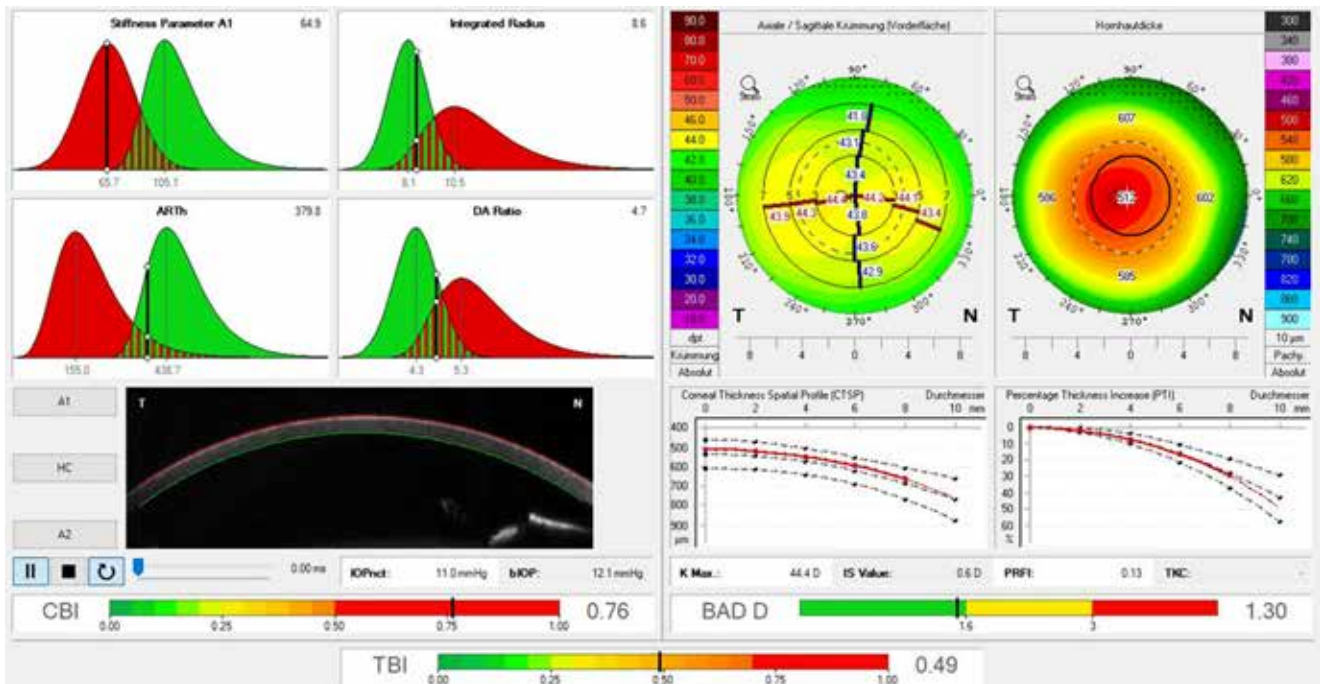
Tomografisch-biomechanische Analyse mit auffälliger Hornhaut-Steifigkeit, links biomechanische Beurteilung, rechts tomografische Beurteilung
